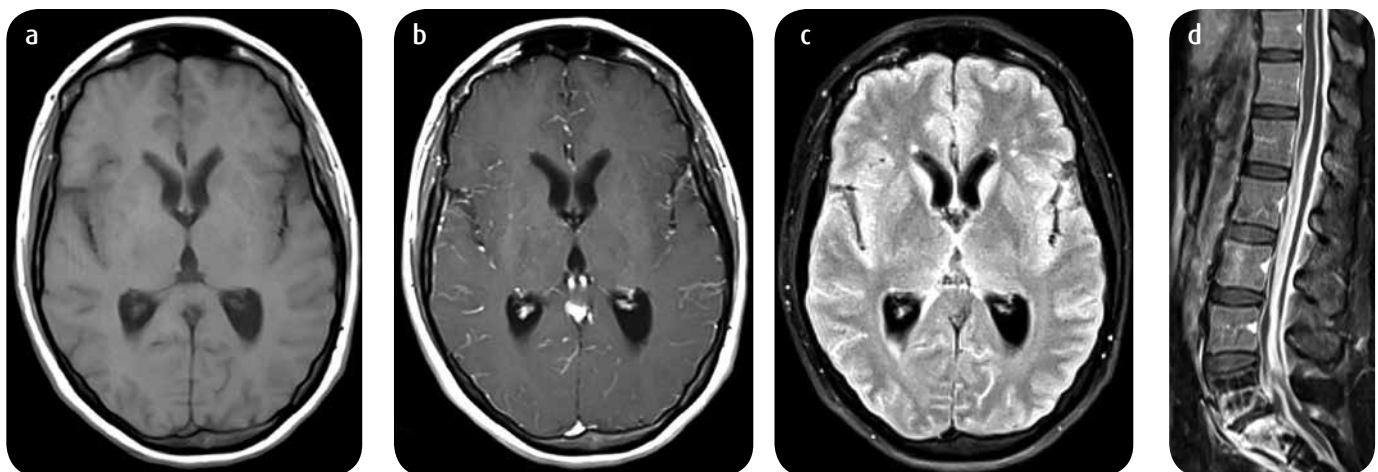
Meningitis bacteriana secundaria a espondilodiscitis. RM a) Axial con información T1 simple. b) Axial con información T1 con medio de contraste, realce leptomeníngeo difuso. c) Axial FLAIR, aumento en la intensidad de señal del LCR en áreas de realce leptomeníngeo. d) Sagital con información T1 FS (fat Sat) con medio de contraste, espondilodiscitis L5-S1.
